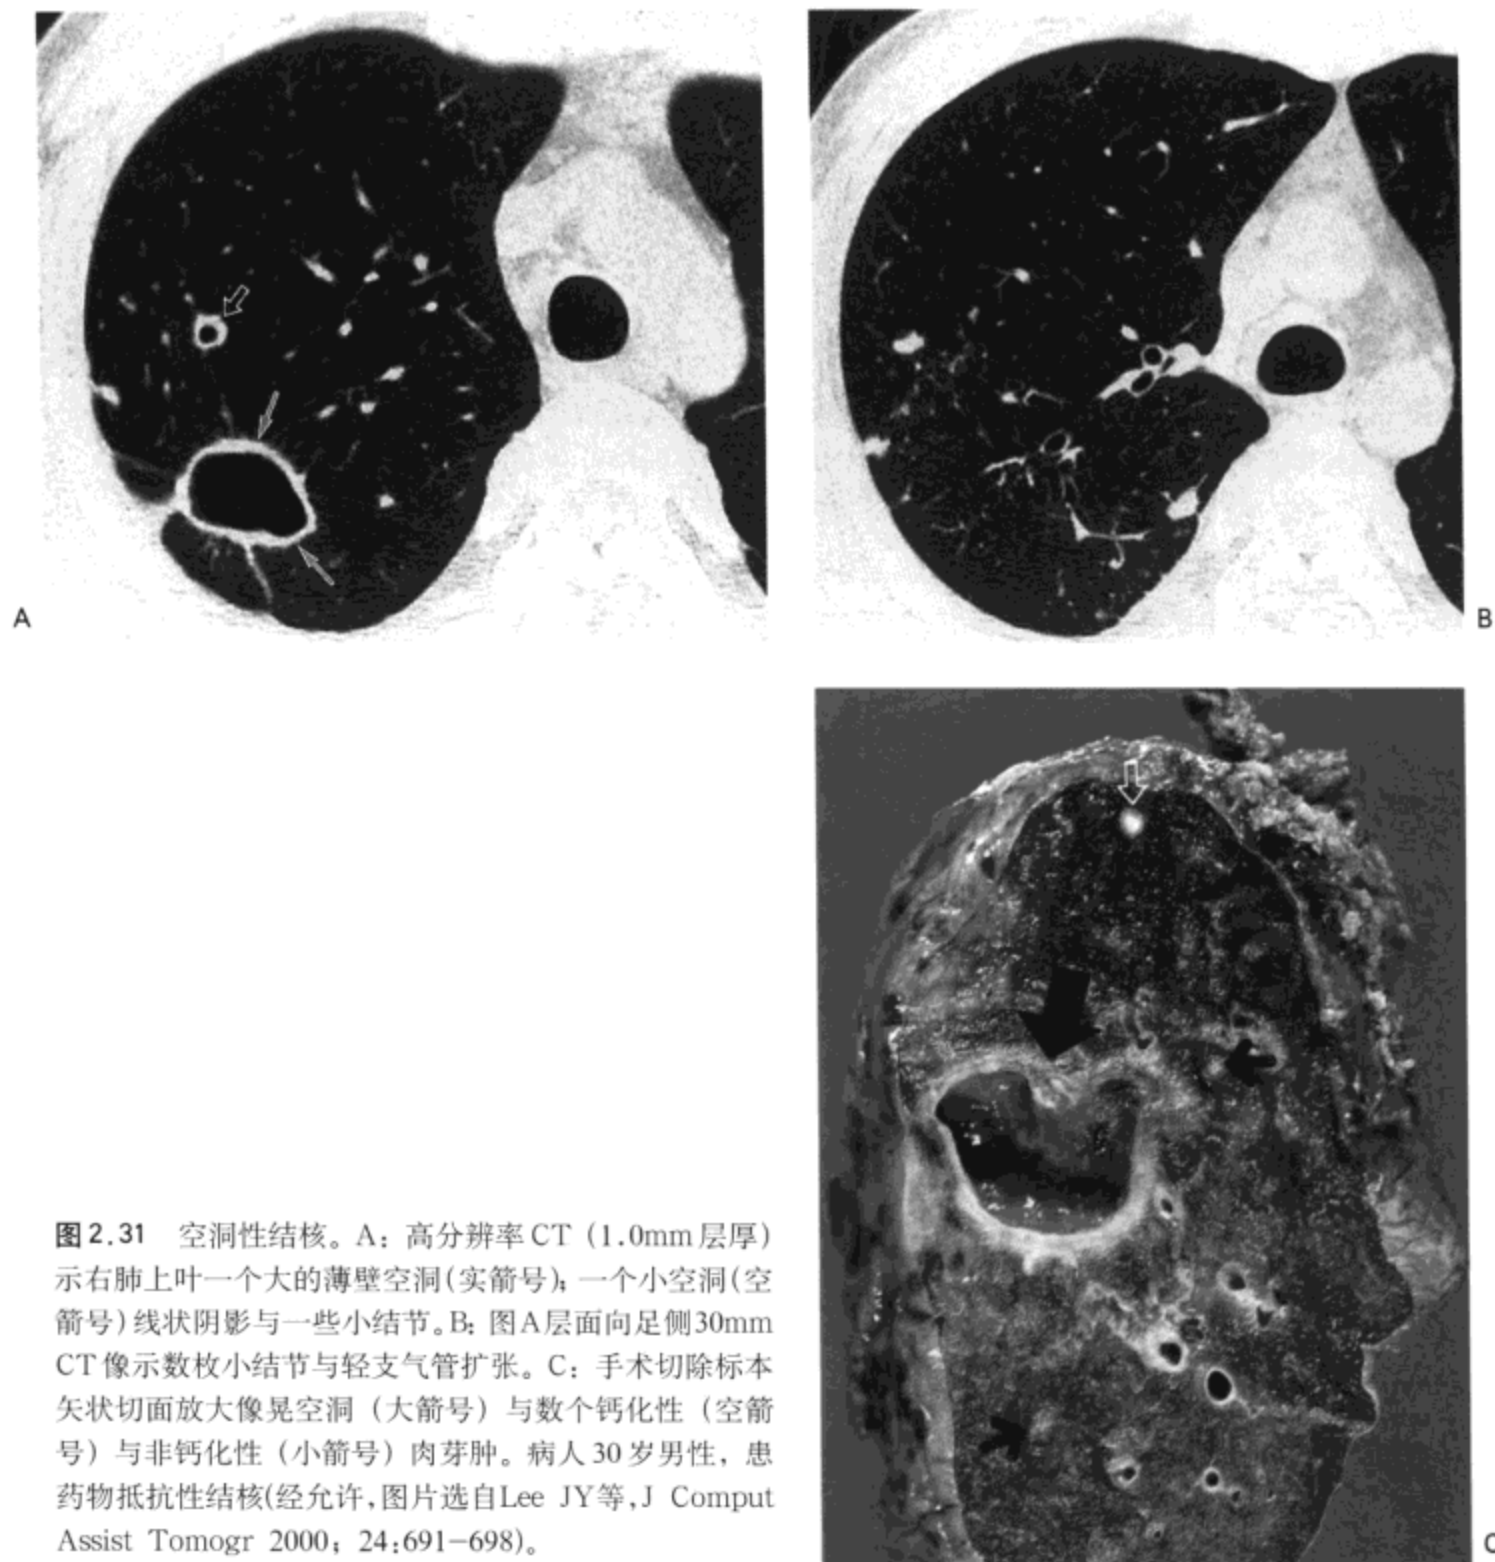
空洞性结核。A: 高分辨率CT (1.0mm层厚) 示右肺上叶一个大的薄壁空洞(实箭号); 一个小空洞(空箭号) 线状阴影与一些小结节。B: 图A层面向足侧30mm CT像示数枚小结节与轻支气管扩张。C: 手术切除标本矢状切面放大像显示空洞(大箭号)与数个钙化性(空箭号)与非钙化性(小箭号)肉芽肿。病人30岁男性, 患药物抵抗性结核(经允许, 图片选自Lee JY等, J Comput Assist Tomogr 2000; 24:691-698)。
